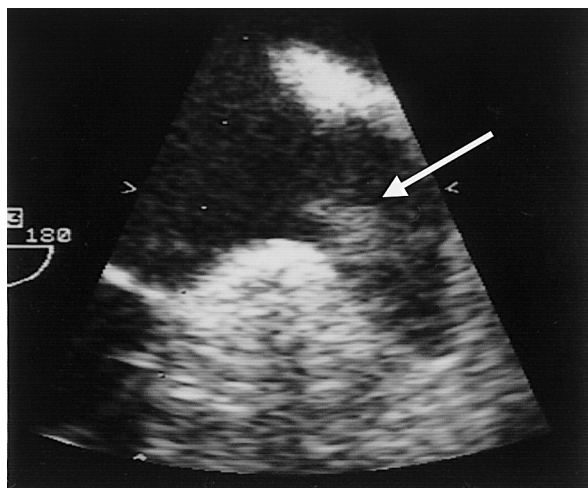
術前の経食道心エコー図検査．左心耳内に径 8.0×6.0 mm，無茎性の血栓を認める．
